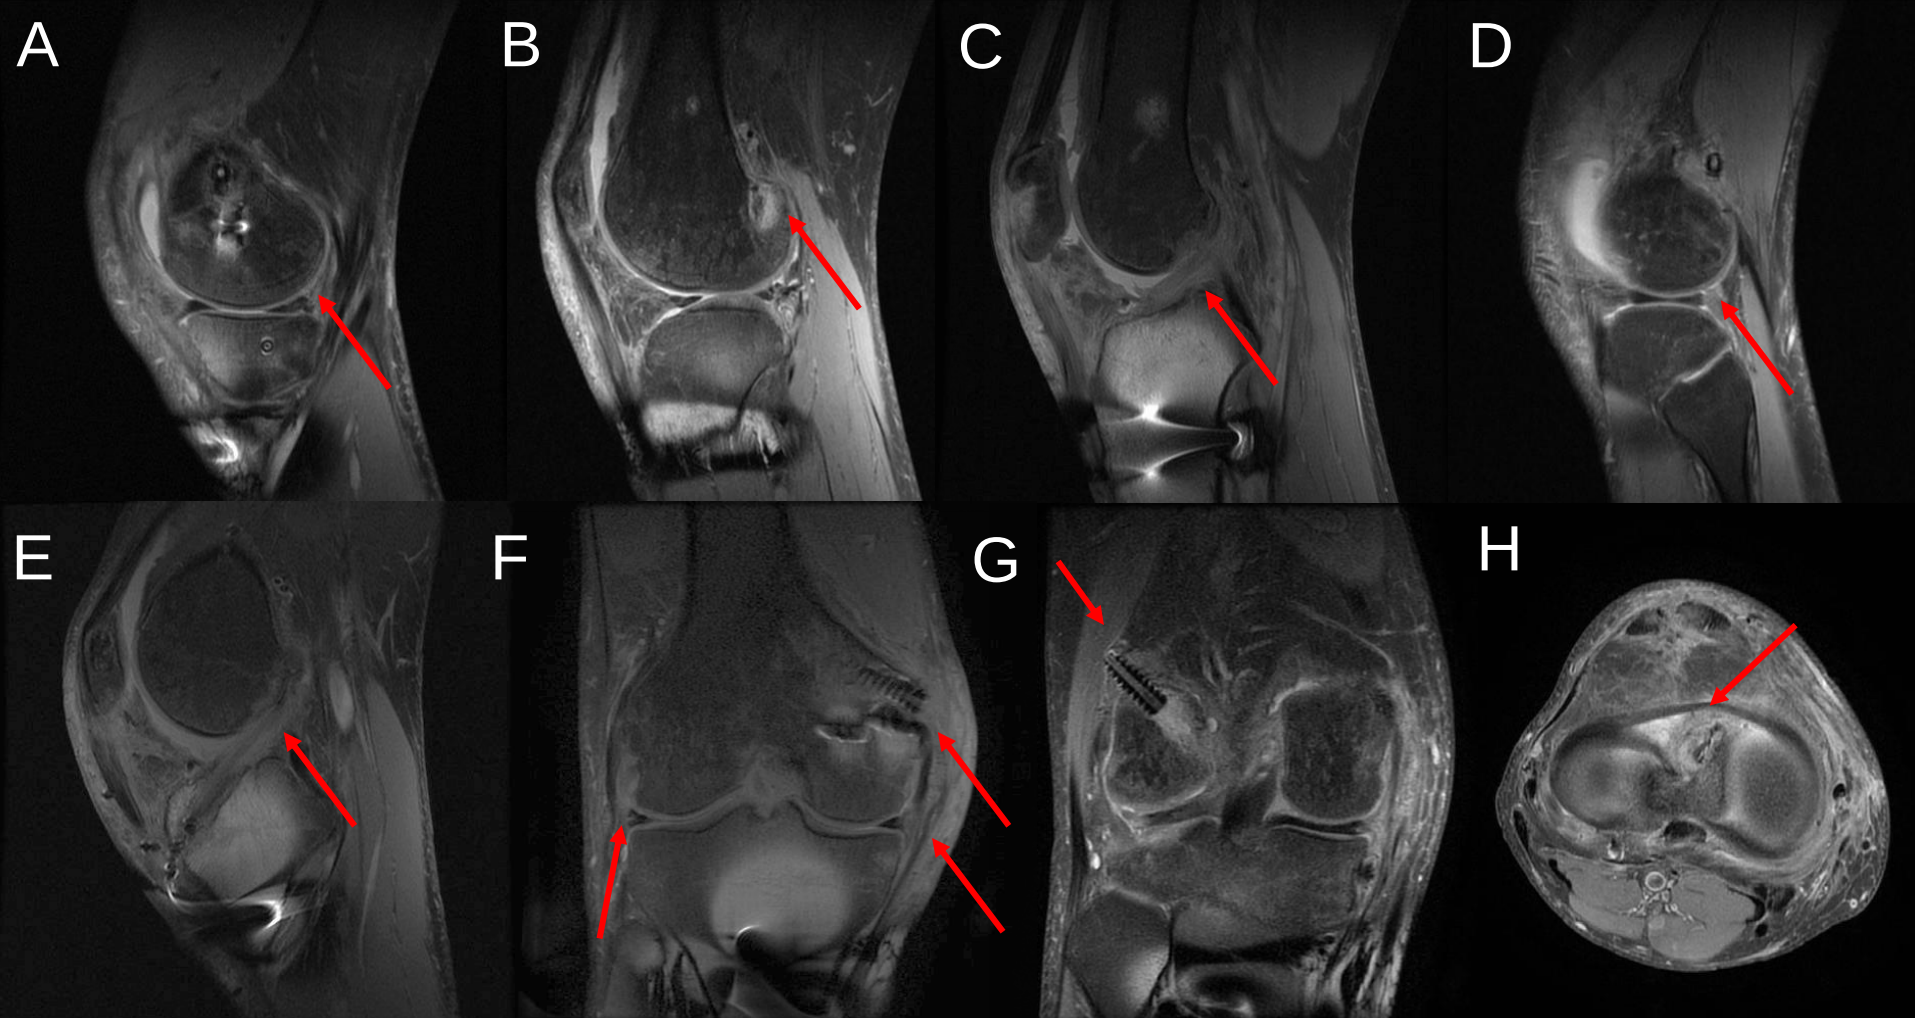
Preoperative MRI scan of the knee performed 26.10.2015. A. Medial meniscus posterior horn paracapsular tear. B. Detachment and scarring of the MCL at the medial femoral epicondyle. Lateral meniscus extrusion. Diffuse bone bruise in the tibia. C. Detachment and scarring of the MCL at the medial femoral epicondyle D. Complete rupture of the ACL. E. Complete rupture of the ACL. Intact PCL. F. Lateral meniscus posterior horn paracapsular tear.
